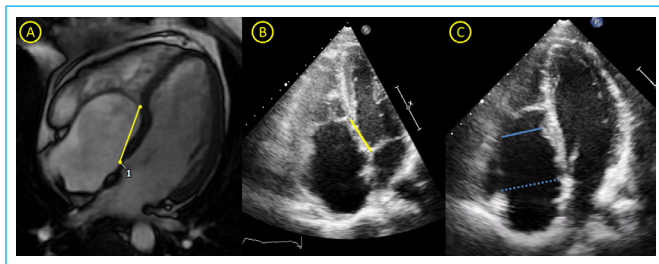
Vistas 4 cámaras de secuencia SSFP de RMC (A) y de Ecocardiograma transtorácico (ETT) (B) que muestran el desplazamiento apical de la inserción de la valva tricuspíde septal respecto a la inserción de la válvula mitral (línea amarilla). En la imagen C se muestra una vista apical 4C de un ETT en telesístole que permite medir el anillo anatómico (línea azul discontinua) y el anillo funcional (línea azul).
